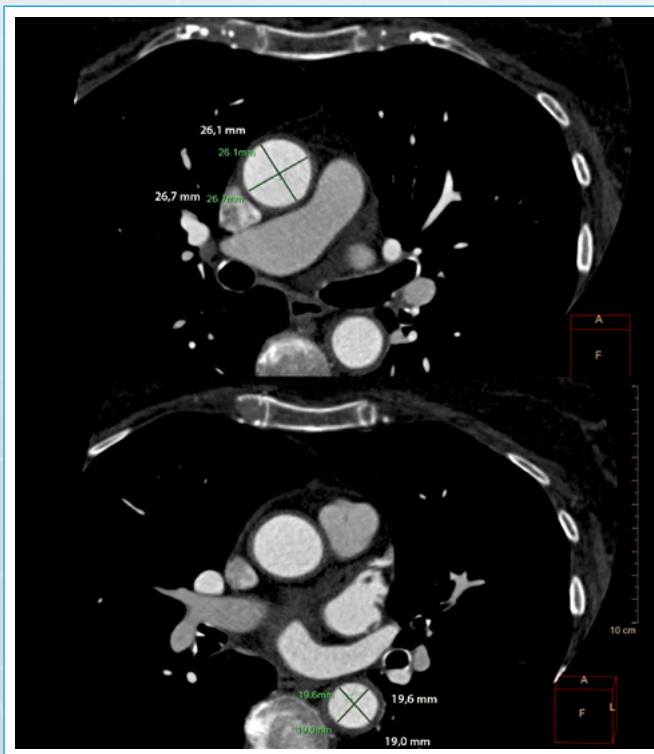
Angio-TC que muestra aorta de diámetro normal con engrosamiento mural extenso
